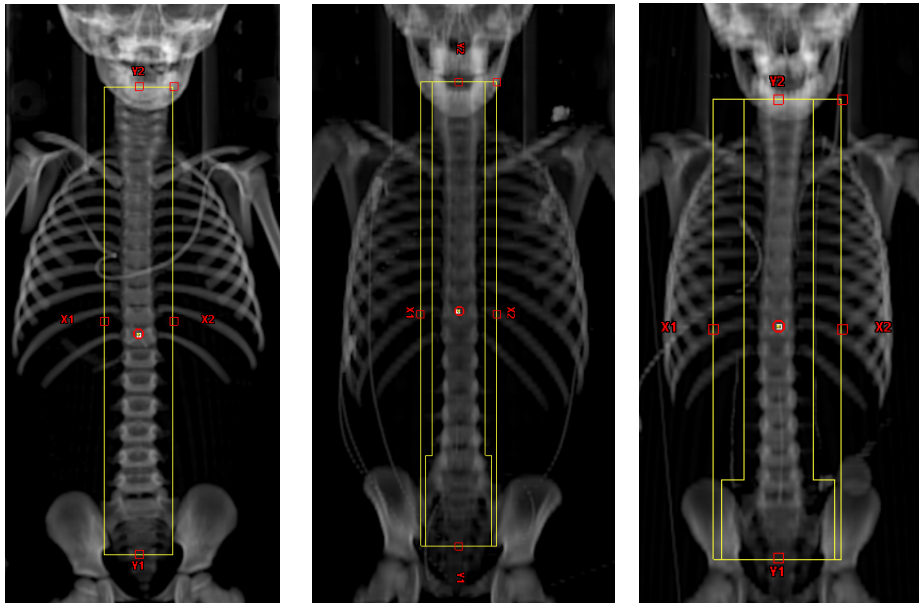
Digital rekonstruierte Röntgenbilder aus posteriorer-anteriorer Sicht verschiedener HIT-2000-Studienpatienten mit eingeblendeten Bestrahlungsfeldgeometrien.
